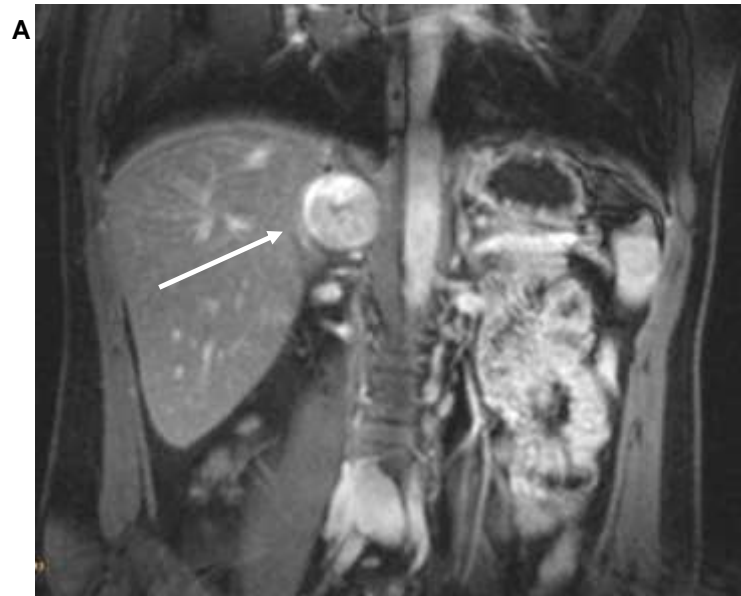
Feocromocitoma de la glándula suprarrenal derecha. RM (A) y PET- ^{18}F DOPA (B). El PET- ^{18}F DOPA muestra el tumor (flecha) en proyección frontal y lateral. Se aprecia un intenso contraste en la pelvis renal y en la vejiga. De Neumann HP et al Ophthalmologie 2007;104:119–126 con el amable permiso del publicador.
